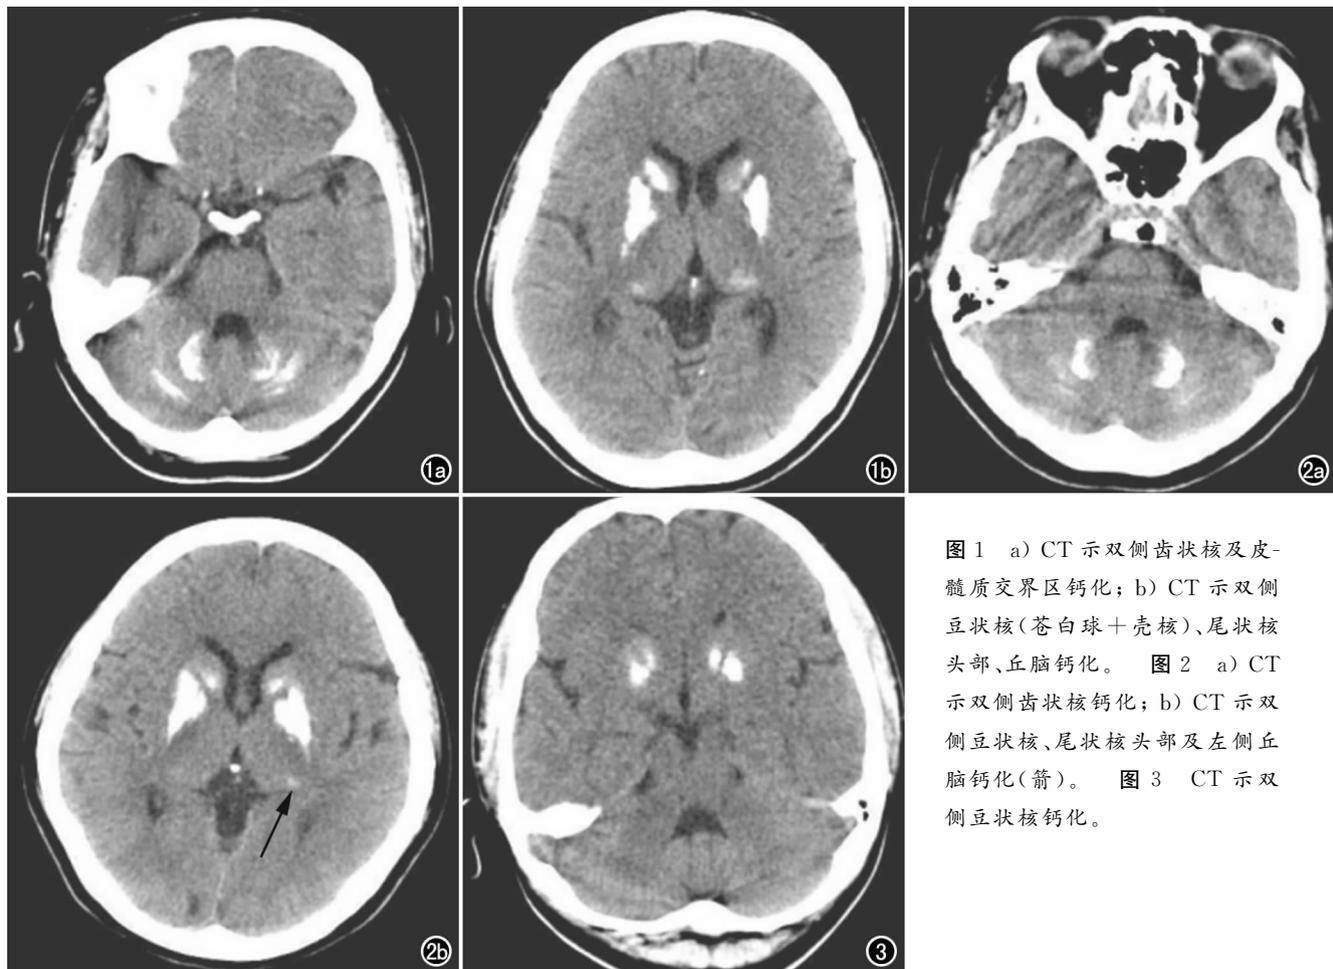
a) CT 示双侧齿状核及皮-髓质交界区钙化; b) CT 示双侧豆状核(苍白球+壳核)、尾状核头部、丘脑钙化。图 2 a) CT 示双侧齿状核钙化; b) CT 示双侧豆状核、尾状核头部及左侧丘脑钙化(箭)。图 3 CT 示双侧豆状核钙化。
